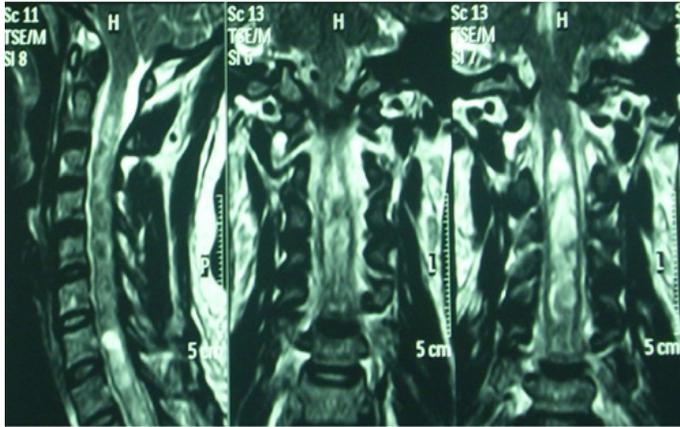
RM de columna cervical donde se observa hidrosiringomielia tabicada que abarca desde C1 hasta nivel dorsal evaluado en este estudio que alcanza a D3
